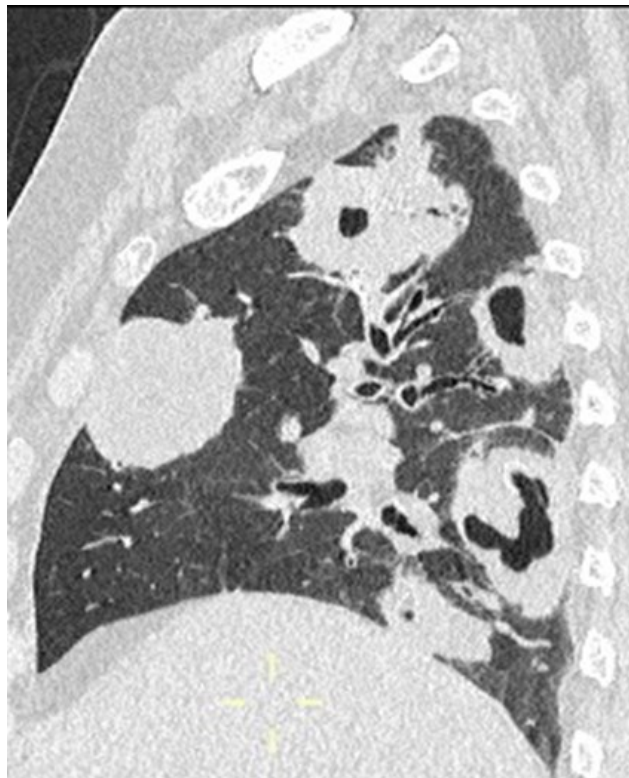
Riscontro HRCT torace di multiple lesioni polmonari ad evoluzione cavitata in un paziente con GPA.
